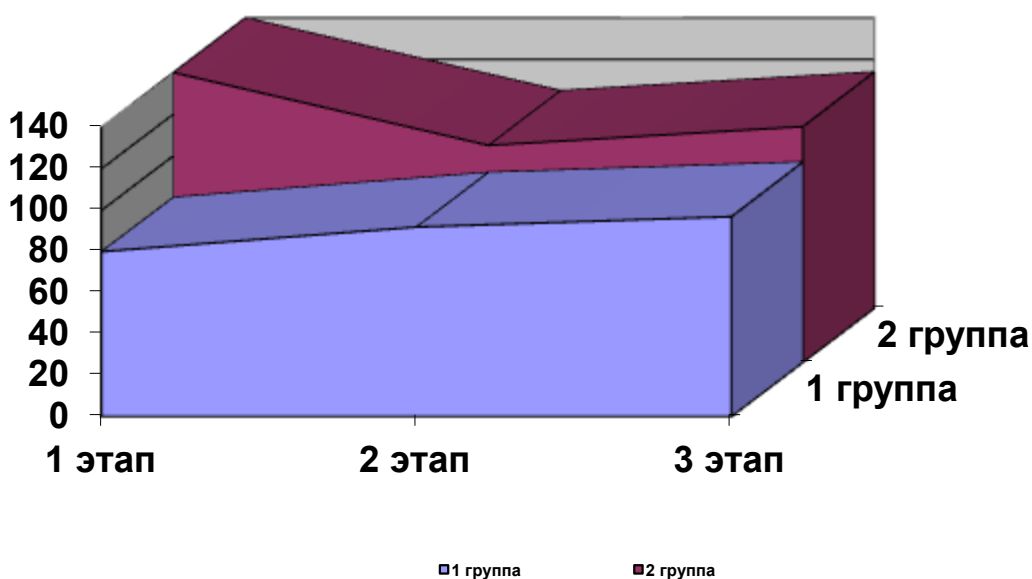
Динамика коронарного кровообращения на этапах реинфузии.
